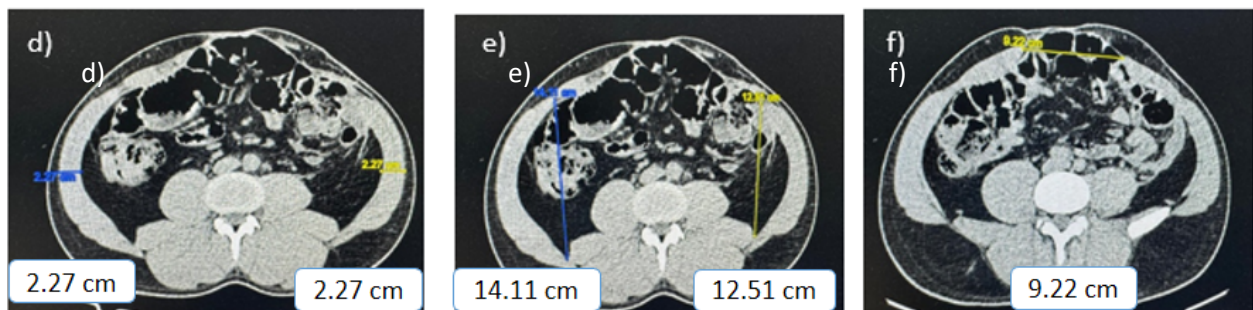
Tomografía de paciente 1 posterior a toxina botulínica: d) se observa disminución del grosor de músculos laterales 2.27cm, e) elongación de músculos laterales 14.11cm y 12.51cm y f) disminución del diámetro del defecto a 9.22cm.
